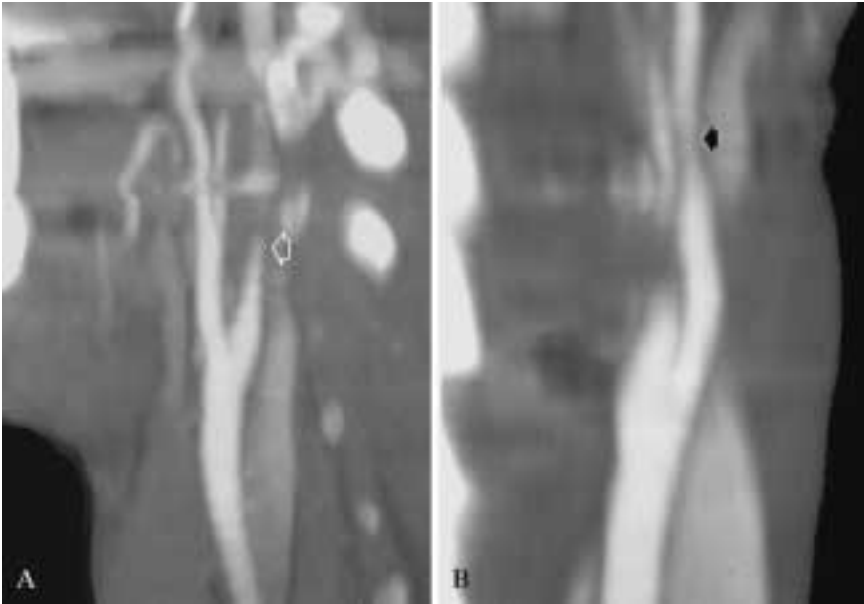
Angio-TC (ricostruzioni MIP) dissezioni del tratto post-bulbare della carotide interna di sinistra: immagine a «fiamma» (A) e segno della «corda» (B).
